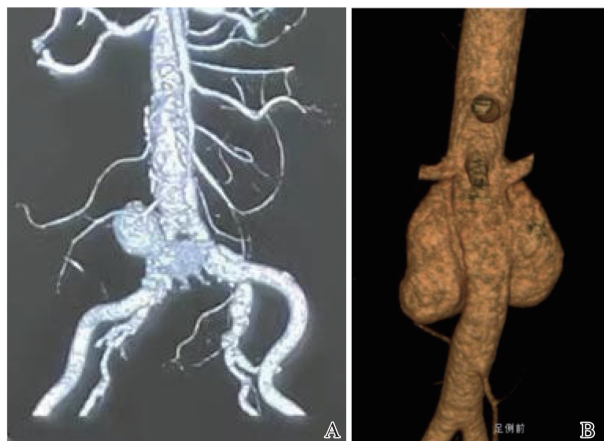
CTA 提示囊性(A)、分叶状(B)特征
